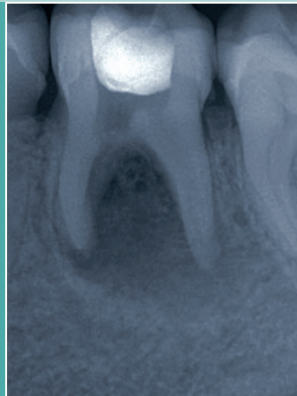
Röntgenbild vom beherdeten Zahn 36.
